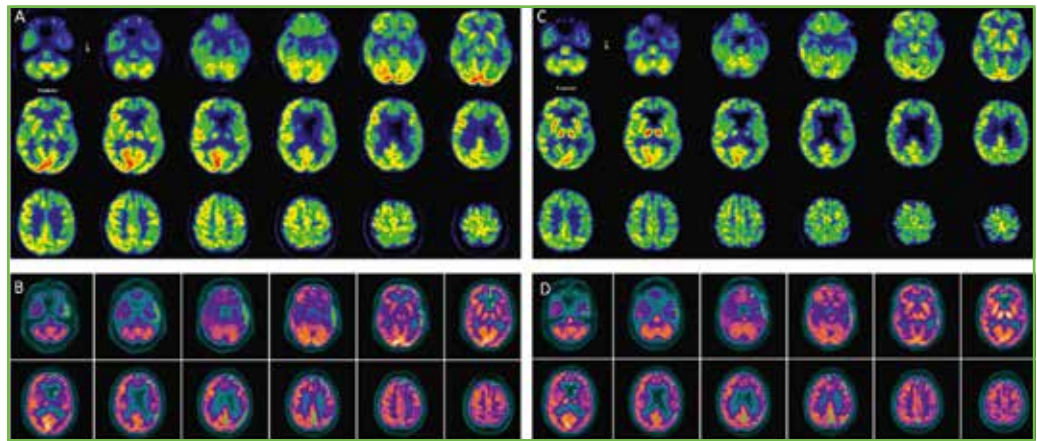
Patient mit wahrscheinlicher Alzheimer-Erkrankung und kognitiven Defiziten mit Sprachstörung. Die ¹⁸F-FDG-PET/CT zeigt einen signifikanten, links betonten, temporo-parietalen Hypometabolismus und eine Beteiligung des links frontalen Kortex (A). Der voxel-basierte Vergleich zu einem Normkollektiv (B) kartiert die Hirnregionen (grüne Farbskala), deren Metabolismus mehr als 1,5 Standardabweichungen unter der Norm liegt (BRASS™, Hermes Medical Solutions). Die Frühphase der ¹⁸F-Flutemetamol-PET zeigt eine zur ¹⁸F-FDG-PET konkordante Perfusionsminderung (C) und eine Abweichung zum Normkollektiv (D). Die Ergebnisse der Amyloid-PET und der Tau-PET des gleichen Patienten werden in Abbildung 2 und Abbildung 3 gezeigt. (Bilder: © V. Garibotto)
